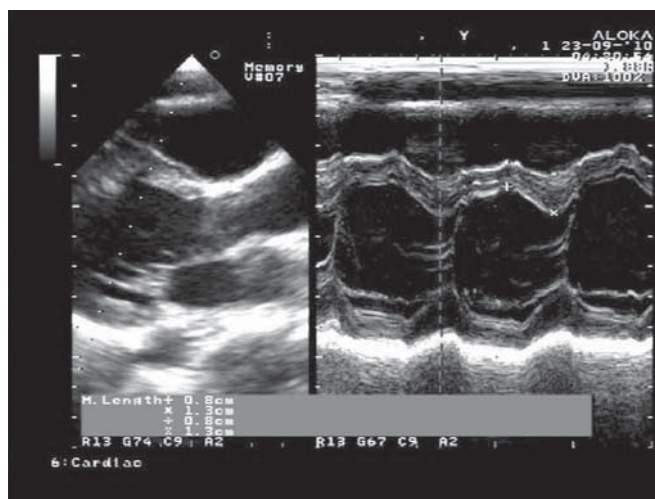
Эхокардиограмма пациента Л.: толщина межжелудочковой перегородки в диастолу 0,8 см (z-фактор 0,91), в систолу – 1,3 см (z-фактор 1,76).
